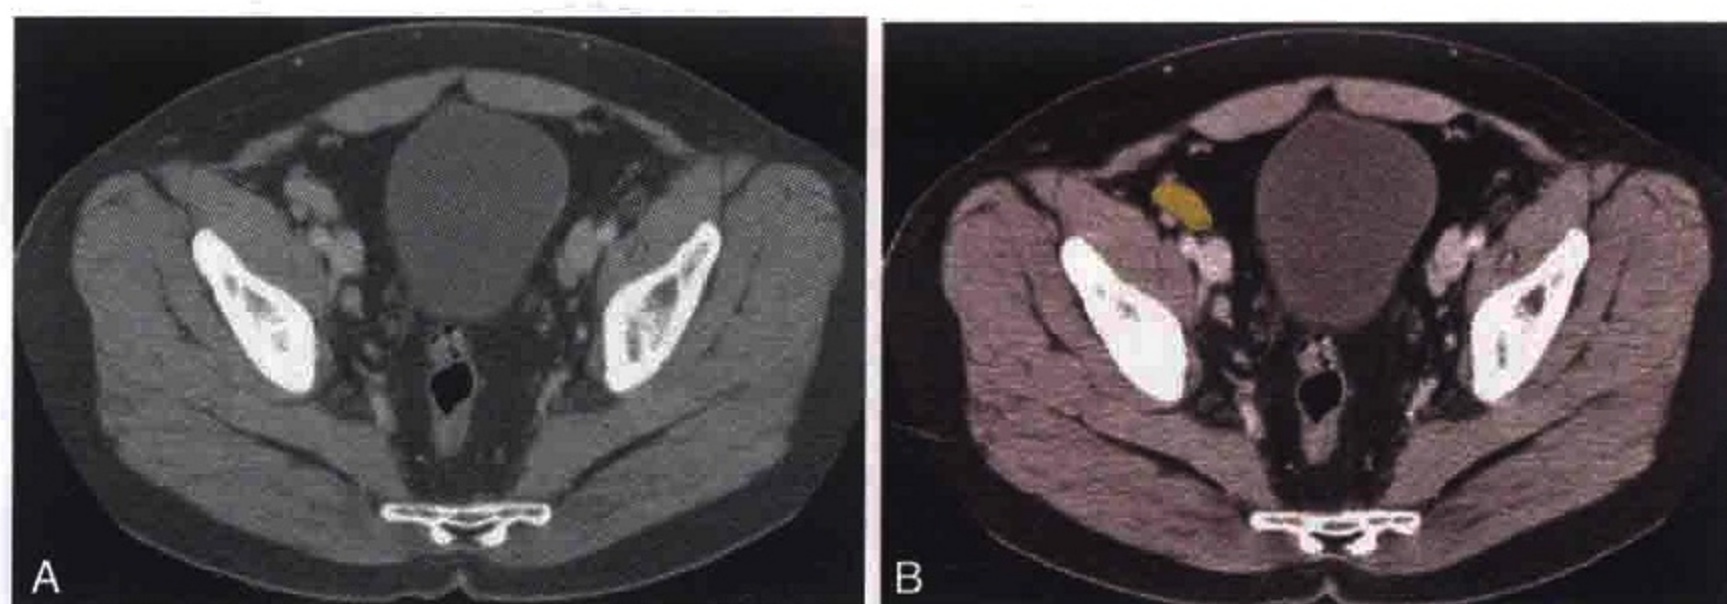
横轴位 CT 示右侧髂外淋巴结（橙色）
